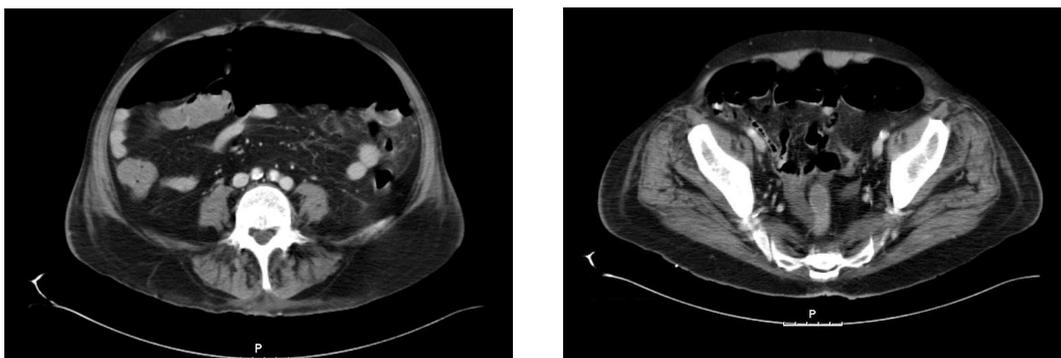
TC abdomino-pélvico: Retroneumoperitoneo por gangrena de Fournier
